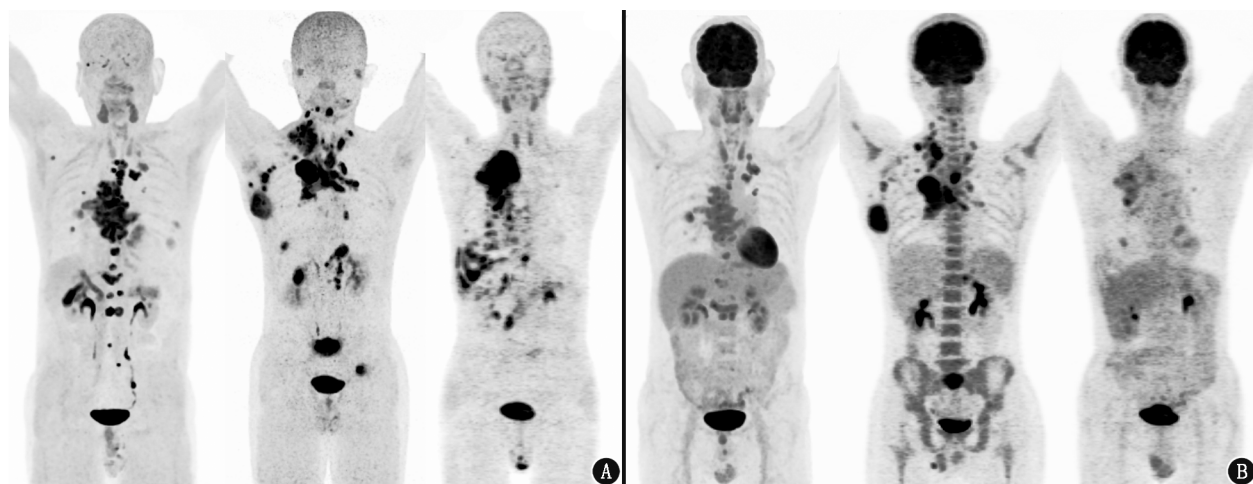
典型肺腺癌或鳞状细胞癌患者 ^{18}F -FAPI-42(A)和 ^{18}F -FDG(B) MIP图比较。从左到右分别为患者男,64岁;患者男,71岁;患者男,67岁
